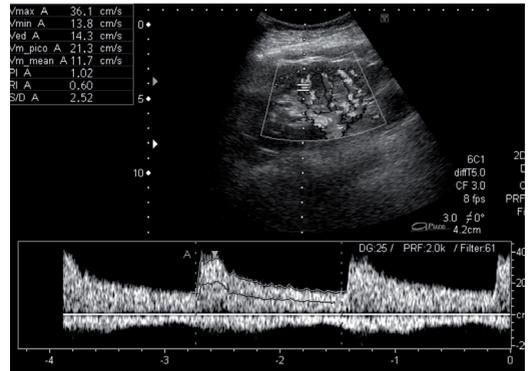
Ecografía doppler renal. Estudio doppler de la onda intrarrenal en un paciente sin estenosis de la arteria renal (estudio normal). Los parámetros de morfología de onda doppler y el tiempo de aceleración, permiten valorar la existencia de una estenosis de la arteria renal.
